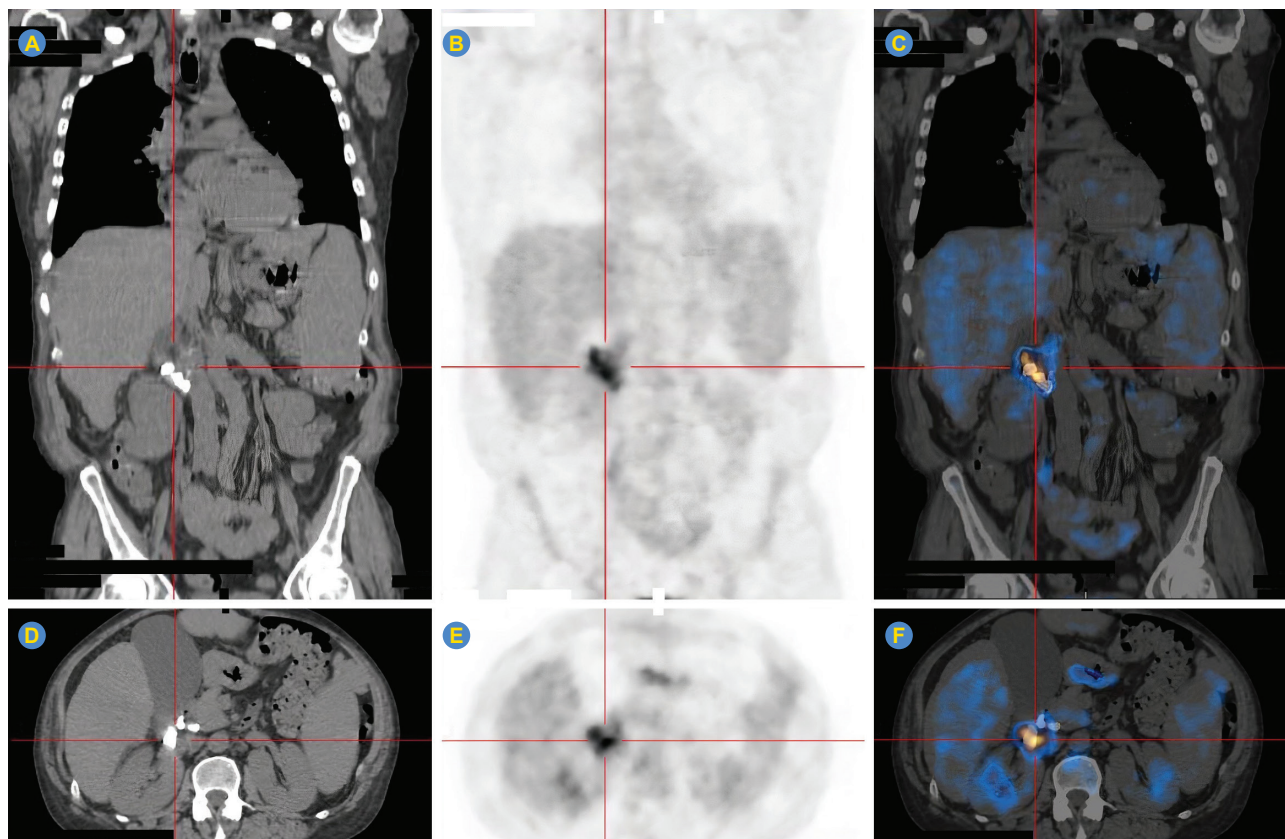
PET a revelar captação em material hiperdenso a nível da segunda e terceira porção duodenal
